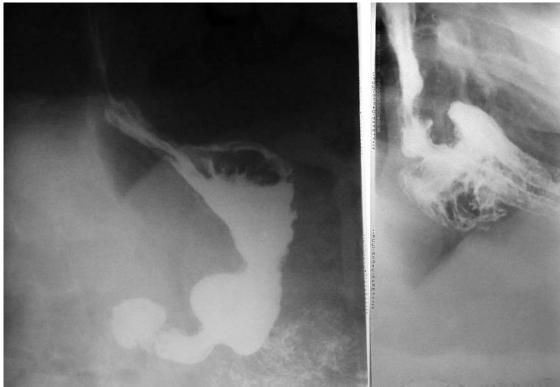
Рентгенограммы пищевода и желудка б-го Д-х С.Б., 53 г. от 13.03.2013 г. Определяется укорочение пищевода, недостаточная замыкательная функция кардии и смещение проксимального отдела желудка в наддиафрагмальное пространство.
